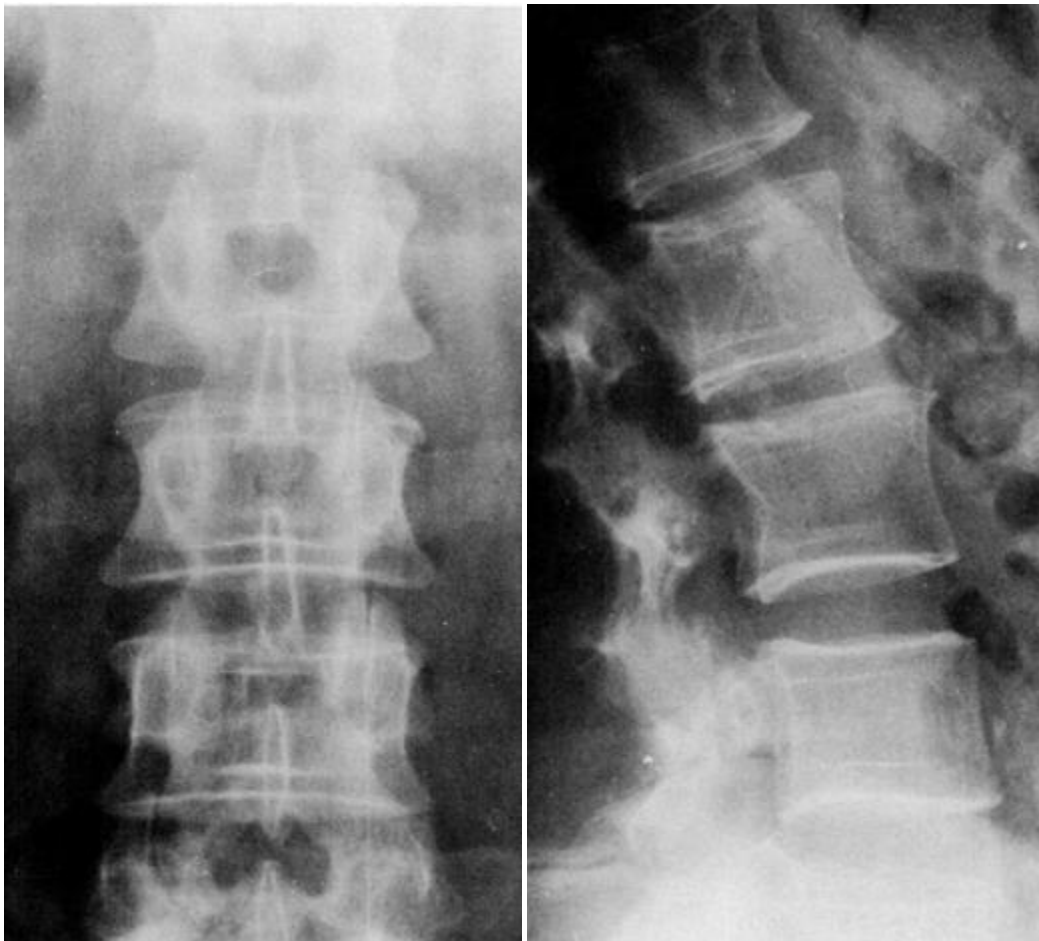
122. Radiografías Anteroposterior y lateral de columna lumbar mostrando líneas de estrés paralelas a los platillos vertebrales.
